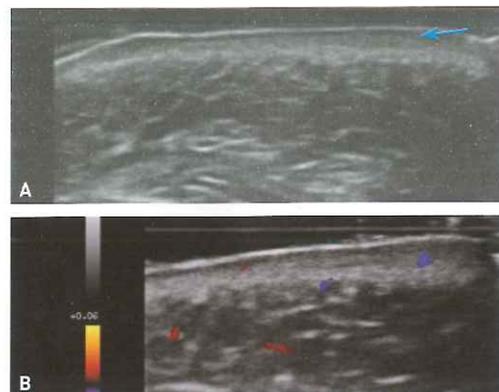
A. Ecografía de un caso de lupus discoide con aumento de grosor de la epidermis e hipocogenicidad de la dermis superficial (flecha) y profunda. B. Aumento de la actividad Doppler en el mismo caso.
